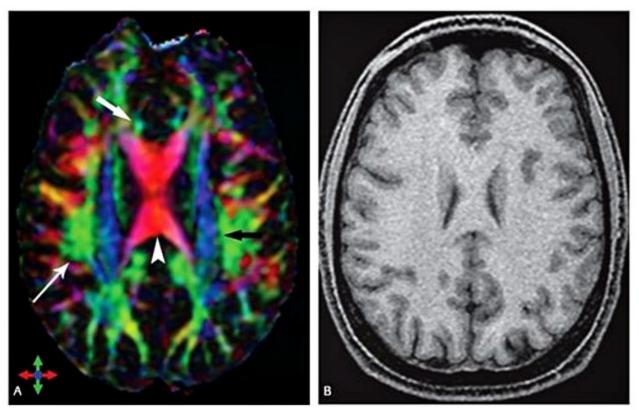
Mapa codificado em cores baseado em imagens obtidas por meio de tensores de difusão em um indivíduo voluntário normal (A) mostrando diferentes tratos da substância branca. A orientação preferencial da difusão das moléculas de água segue a codificação; vermelho – laterolateral; azul – superoinferior (perpendicular ao plano axial); e verde – anteroposterior (vide legenda no canto inferior esquerdo da imagem). Nessa imagem podem ser claramente identificados o giro do cíngulo (seta branca), coroa radiada (seta preta), corpo caloso (cabeça de seta) e o fascículo longitudinal superior (seta branca longa). Imagem de RM no plano axial, correspondente ao mapa de cores, ponderada em T1 (B), demonstra aspecto homogêneo da substância branca.
